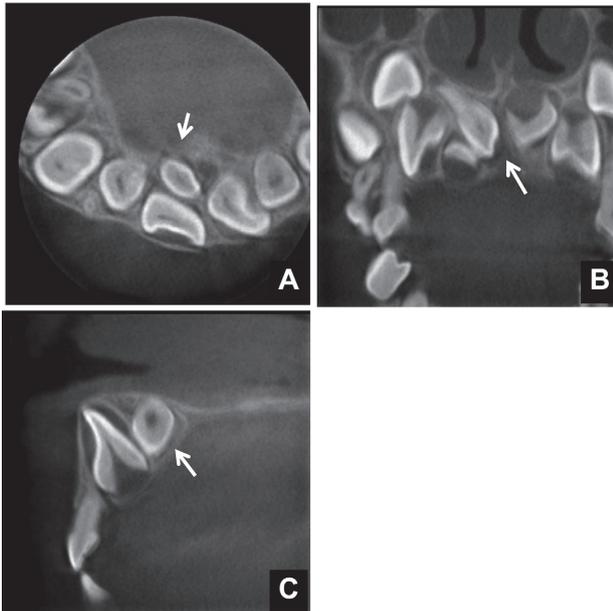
上顎正中過剰埋伏歯の歯科用CBCTのaxial画像(A), coronal画像(B)及びcross section画像(C). 上顎正中過剰埋伏歯(矢印)の唇口蓋方向の位置関係, 形態, 歯根の形成状態, 萌出状態, 隣接歯との関係及び隣接する正常解剖像(切歯孔と鼻腔)との位置関係が観察できる.
